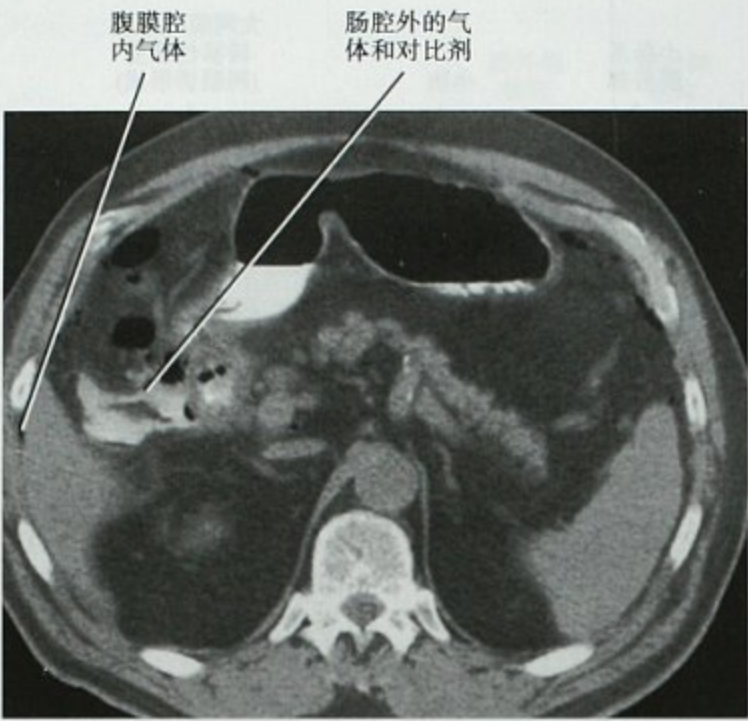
内镜检查时发生十二指肠穿孔,横断位平扫 CT 图像。十二指肠结肠韧带区域可见腹膜腔内气体和肠道对比剂
